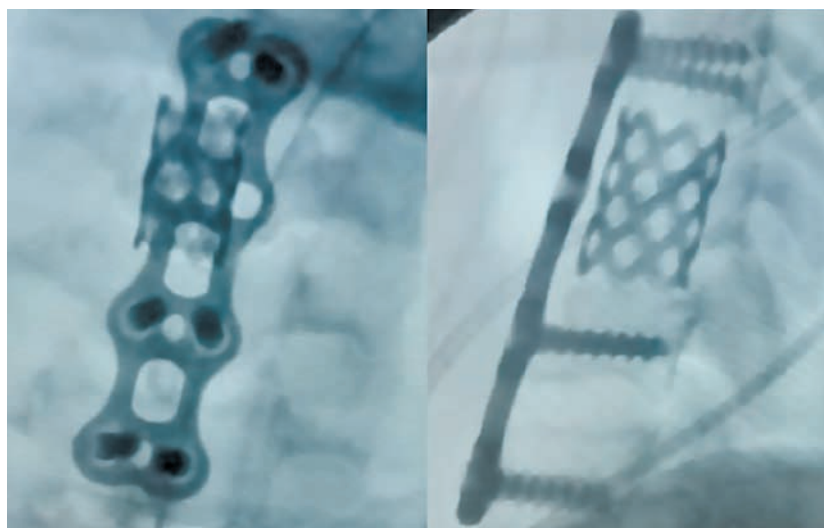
Интраоперационный рентгенологический контроль после переднего спондилодеза шейного отдела позвоночника.
